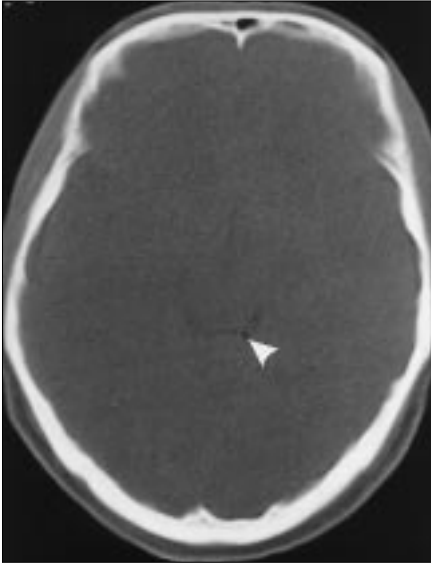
Aksiyal BT kesitinde intraventriküler şant operasyonuna bağlı lateral ventriküllerin anterior hornları düzeyinde interventriküler mesafede pnömosefali (ok).
